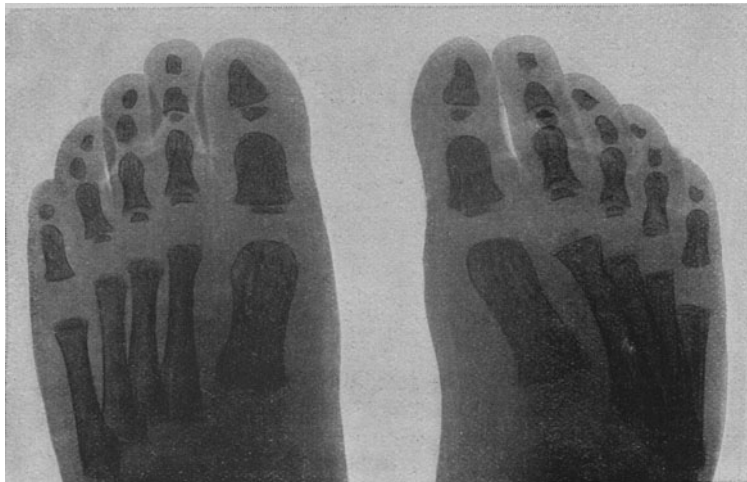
Röntgenbild des Pes adductus (das Bild erscheint hier auf der rechten Seite). (Hohmann).
